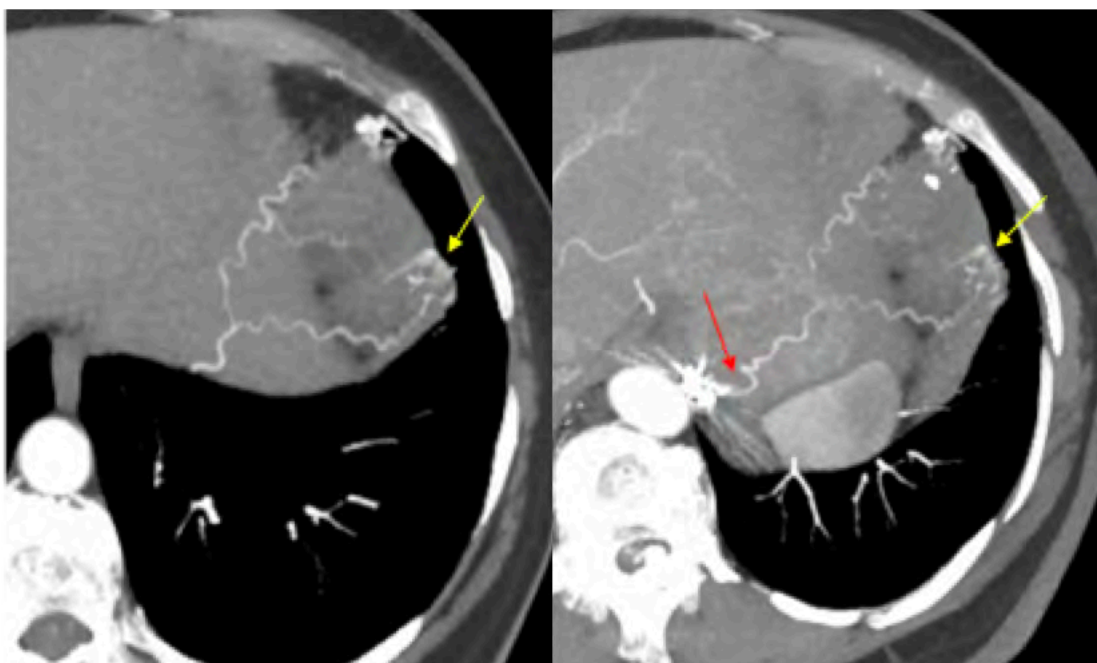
Recrutement systémique secondaire diaphragmatique inférieur et embolisation par coils avec repermeabilisation. TDM pré- (a) et post- (b) embolisation en reconstruction MIP épais. Repermeabilisation artérielle directement en aval des coils (flèche rouge). Flèches jaunes : nidus.
